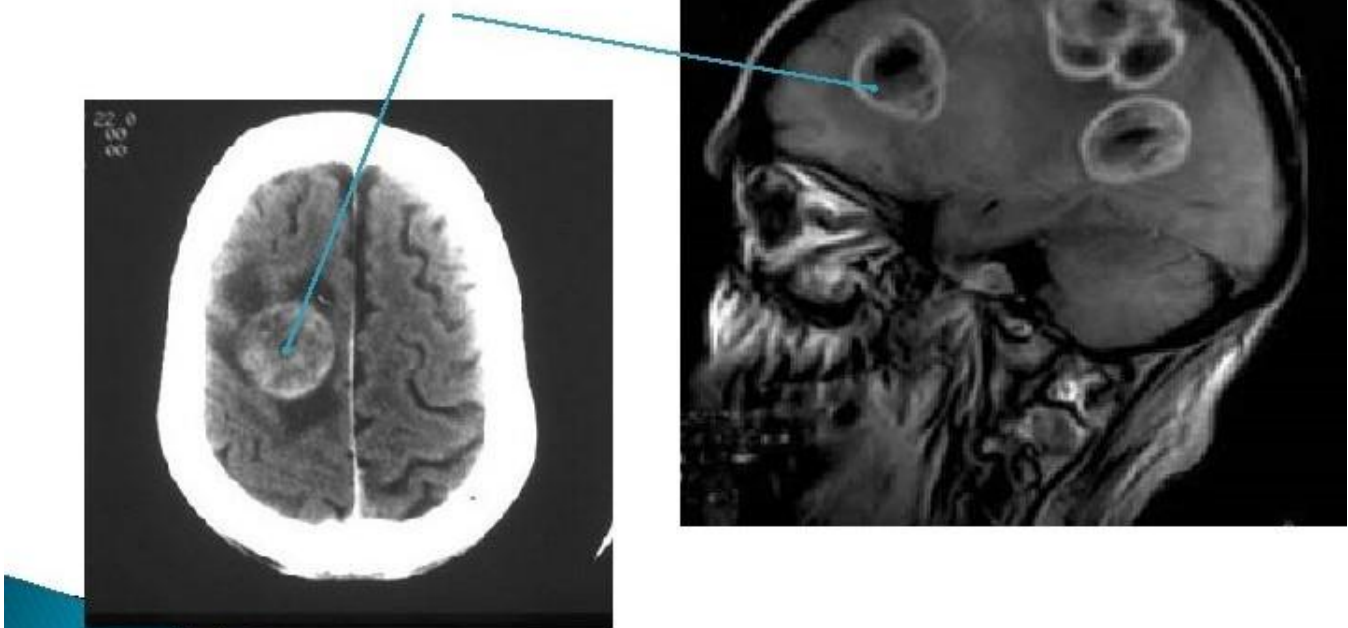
TDM cérébrale montrant des métastases [57]
